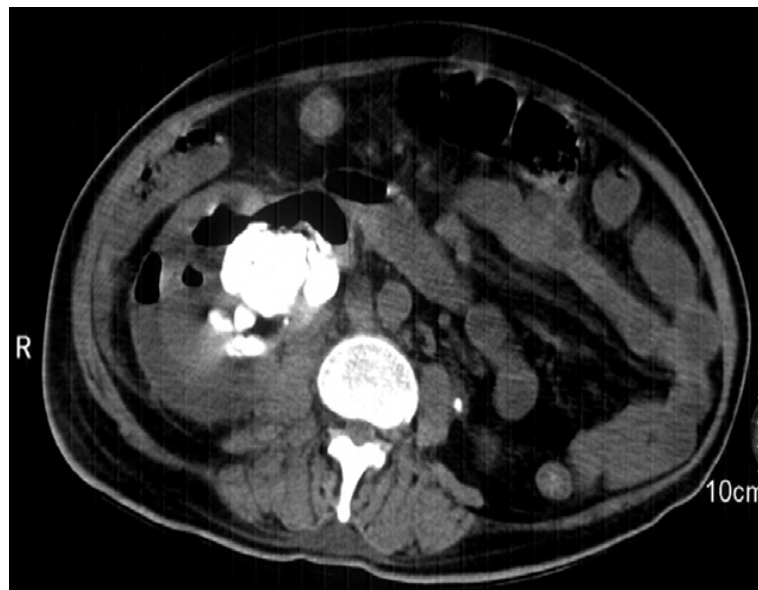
TDM abdominale montrant un gros calcul au niveau des voies excrétrices supérieures avec un niveau air-liquide dans le système pyelo-caliciel, le parenchyme rénal et le l'espace peri-nephretique. C'est pyélonéphrite emphysémateuse sur un obstacl lithiasique.
